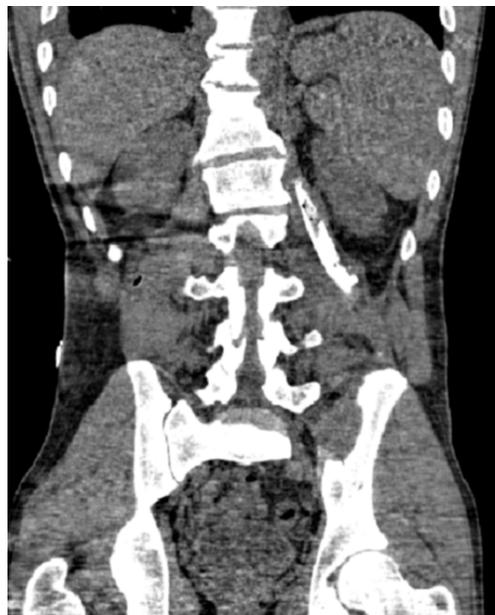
КТ-фистулография. Дренированный гнойник левой половины забрюшинного пространства
